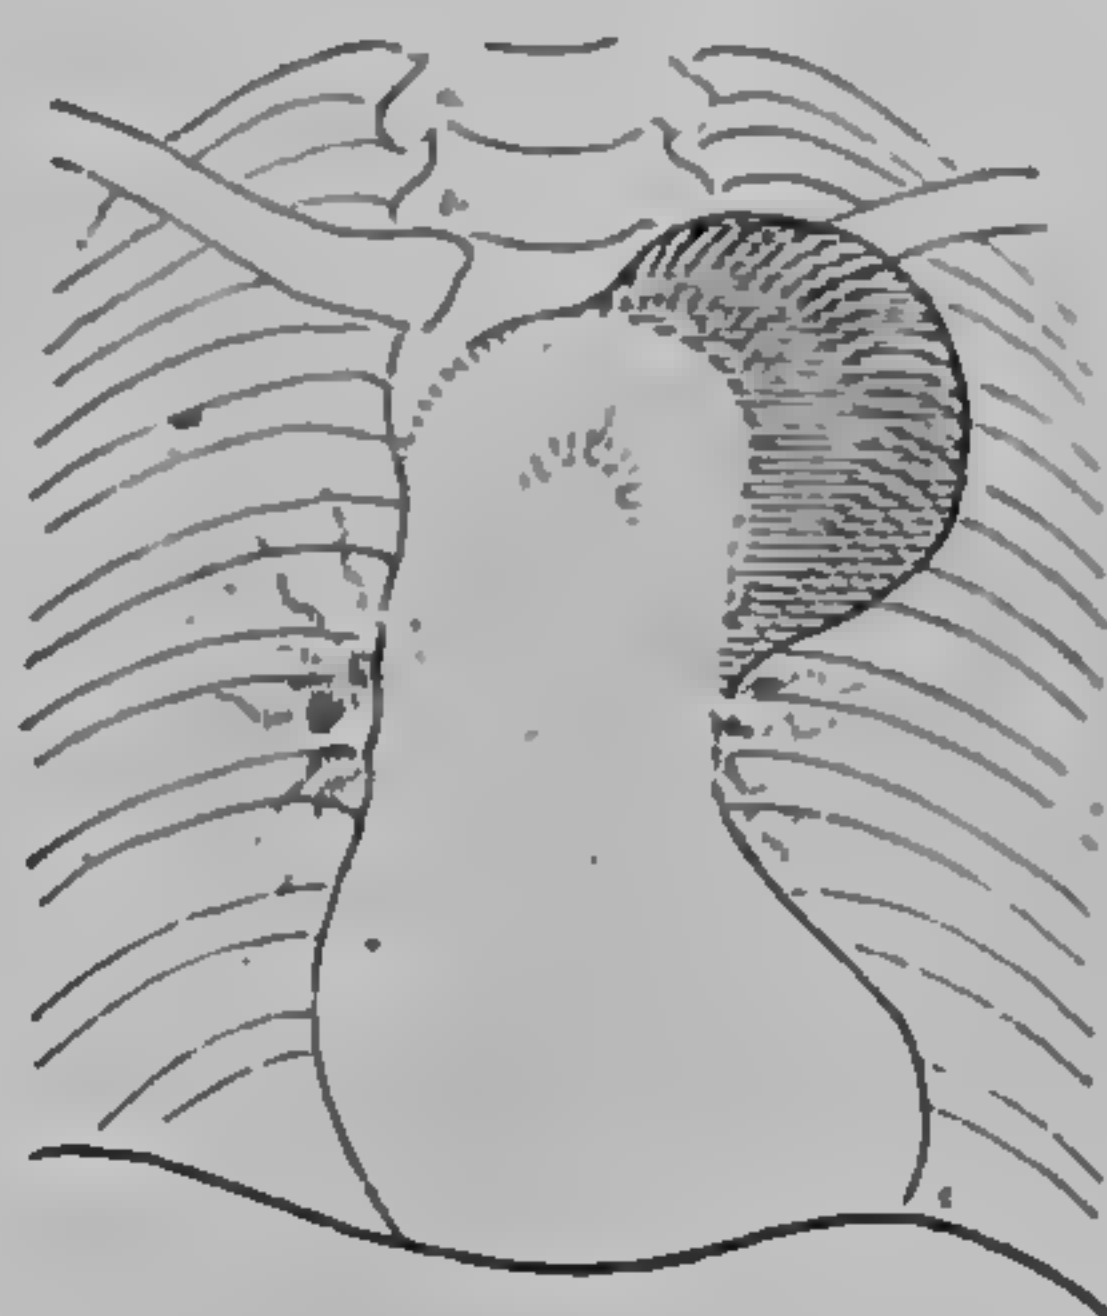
Anovrism al cîrjii aortei, care poate fi confundat cu o tumoare benignă (radiografie dr. Sanda Boiu)
